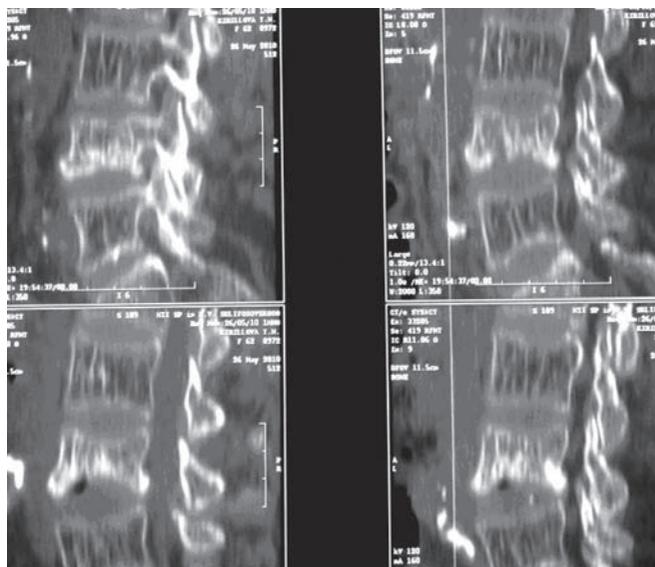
Компьютерная томограмма в сагиттальной реформации больной К., 62 лет, с компрессионным переломом тела позвонка L4 на фоне остеопороза.
